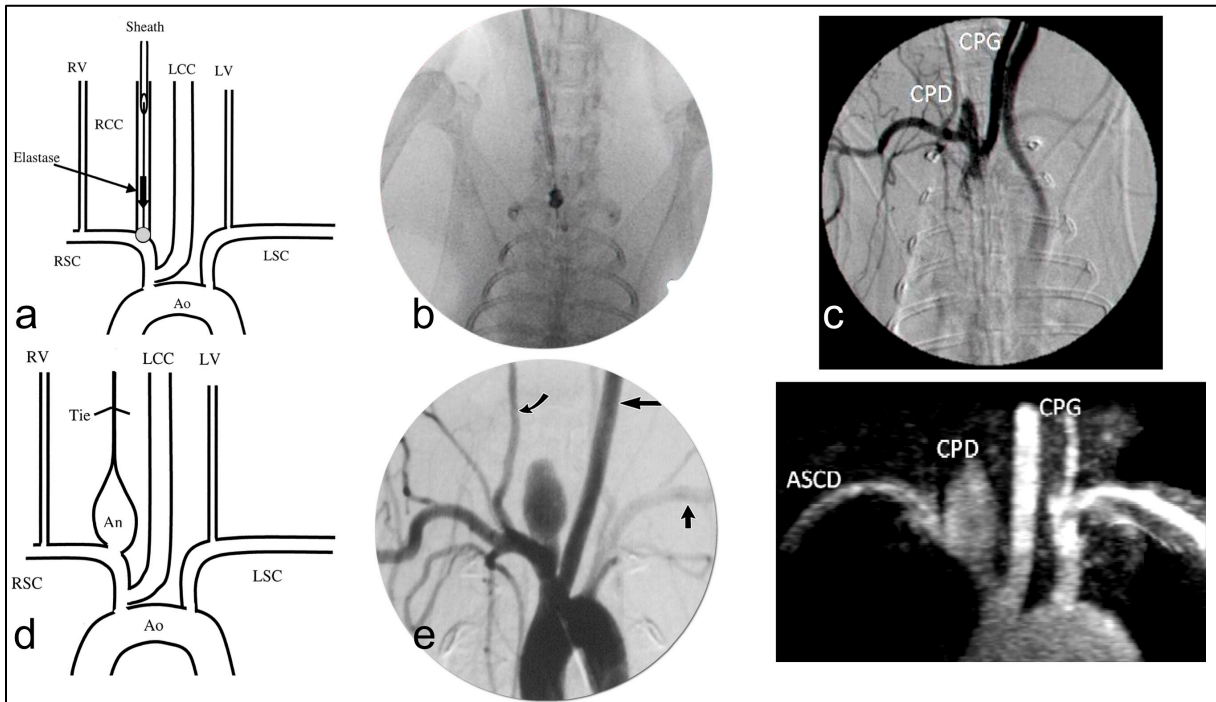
Modèle anévrysmal à l'élastase chez le lapin. Un désilet est inséré de façon rétrograde dans la RCC et un cathéter à ballon est inséré via le désilet et gonflé à l'origine de la RCC (a et b). Après 20 minutes d'incubation d'élastase et ligature de la RCC, on observe une lésion anévrysmale à l'origine de la RCC (c et d). Trois semaines après, on observe un anévrysme sacculaire à l'origine de la RCC (e. DSA et f. IRM TOF)
